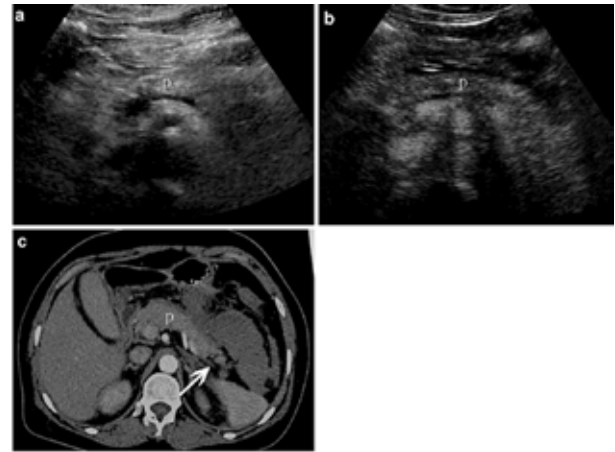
Imagens de ultrassonografia convencional (“a”), ultrassonografia com contraste (“b”) e tomografia computadorizada com contraste (“c”) ⁴.
